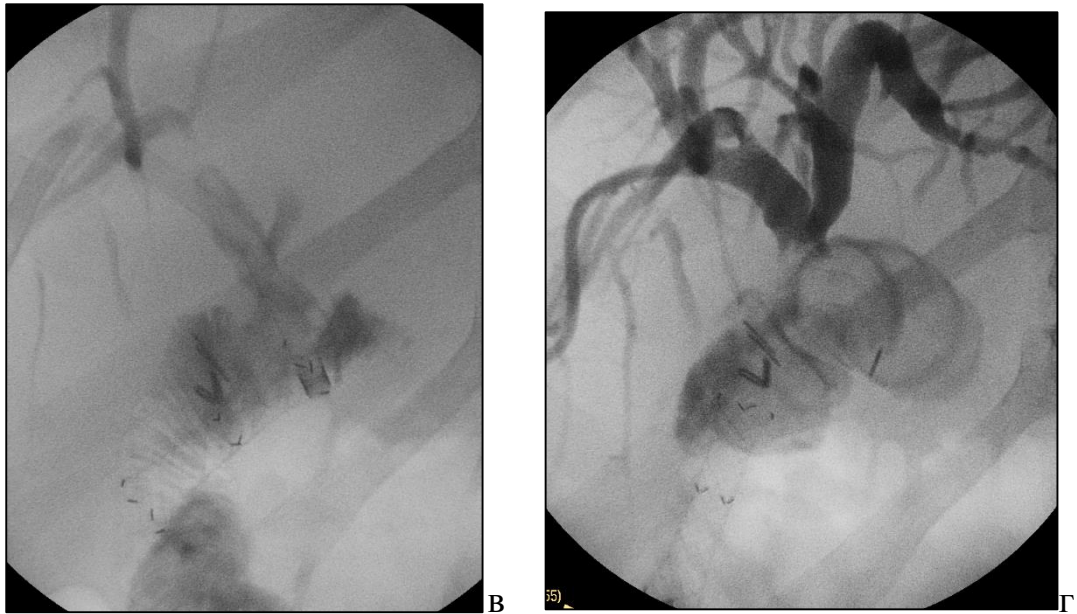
Рентгенограммы этапов низведения стента в просвет кишки: а – дистальный край стента захвачен биопсийными щипцами, б – стент низведен в просвет отводящей петли анастомоза, в – стент в просвете кишки (стрелкой показан кончик интродьюсера, с помощью которого стент удалось столкнуть из зоны БДА), г – перемещение стента по отводящей петле анастомоза
